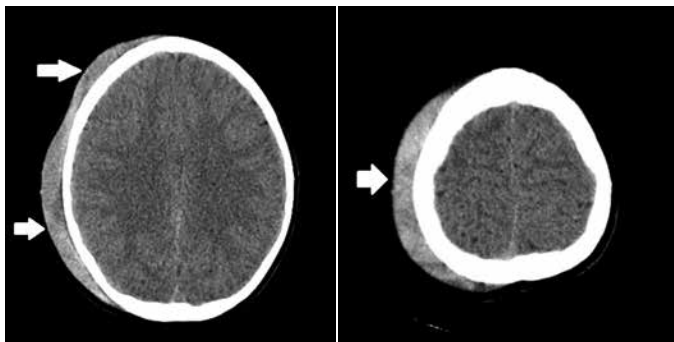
Computed tomography scan revealed diffuse subgaleal heterogenous fluid collection
